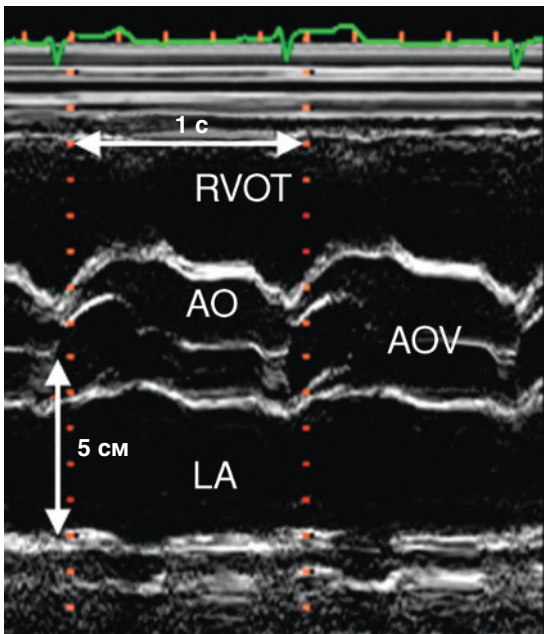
М-модальная эхокардиограмма аорты и левого предсердия. Расхождение правой и некоронарной створок аортального клапана образует «коробочку» во время систолы. Линия закрытия аортального клапана видна как горизонтальная полоса в центре аорты. Вертикальное расстояние между маркерами глубины исследования (красные точки) — 1 см, их частота — 1 с (RVOT — выходной тракт правого желудочка; AO — аорта; AOV — аортальный клапан; LA — левое предсердие).
